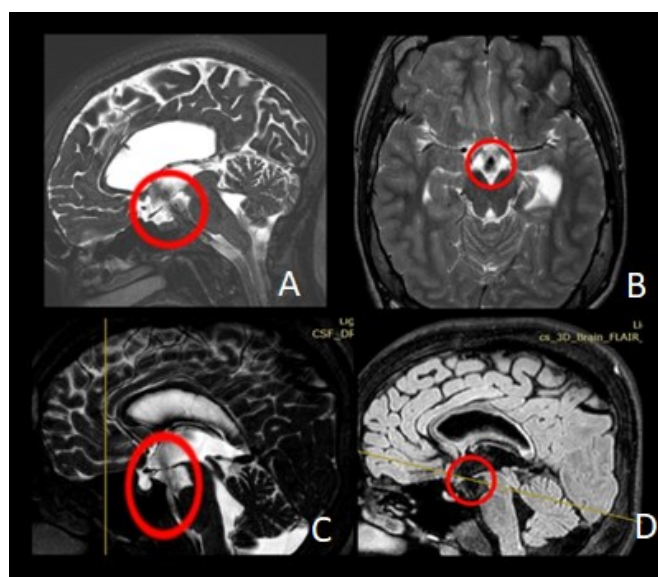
Контрольное МРТ-исследование головного мозга после эндоскопической вентрикулоцистерностомии III желудочка. Красным цветом обозначены сформированные стомы дна третьего желудочка
